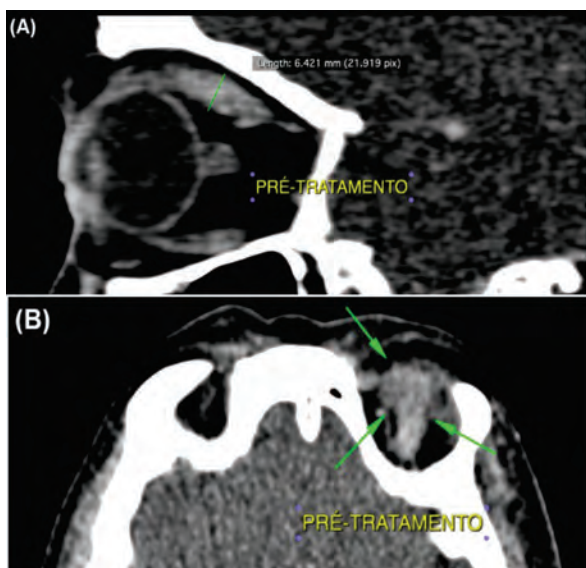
Tomografia computadorizada de órbitas evidenciou aumento do volume do músculo reto superior esquerdo demonstrado em corte sagital (A) e axial (B).
